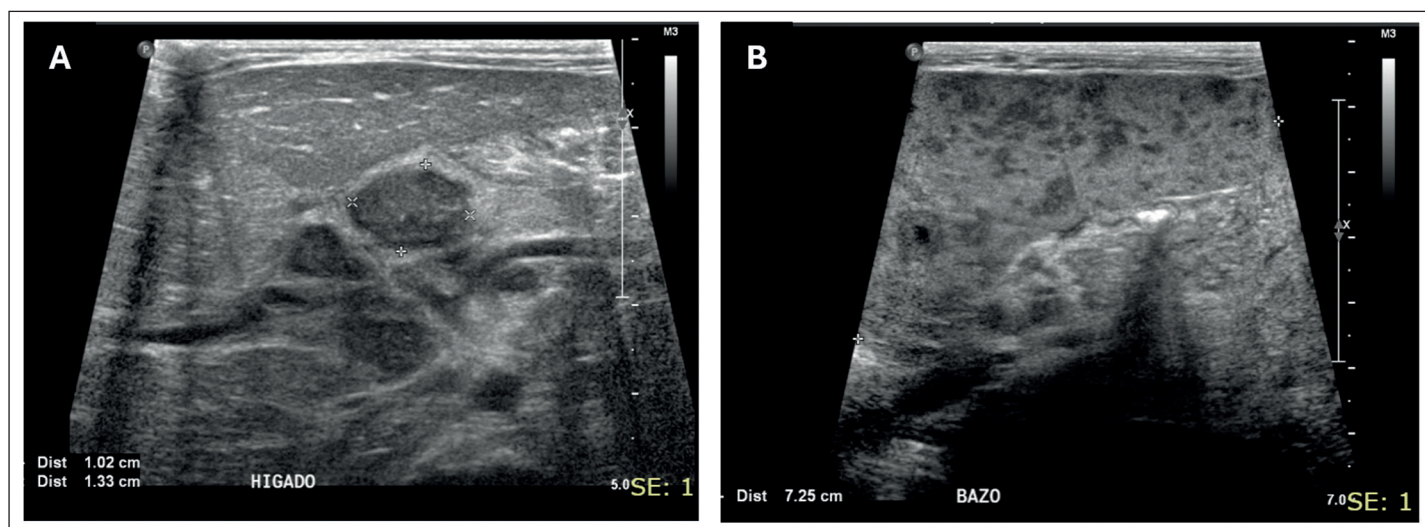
Ecotomografía abdominal. A. Marcado aumento del tamaño hepático, alcanzando la fosa iliaca derecha, asociado a edema periportal, sin identificar lesiones focales categóricas. Sin alteraciones de la vía biliar intra y extrahepática. Vesícula parcialmente distendida, con edema perivesicular y barro biliar en su interior. B. Bazo aumentado de tamaño con incontables lesiones focales hipoecogénicas, una de ellas con contenido quístico en su interior, sin vascularización al estudio doppler color.
